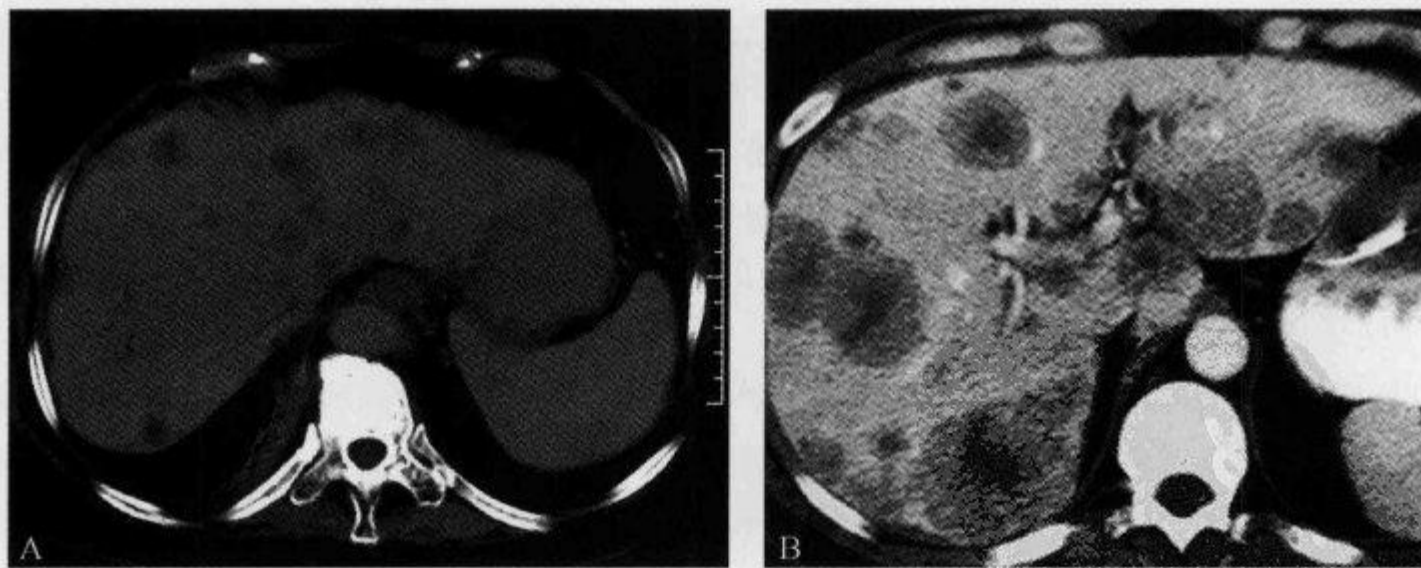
CT 平扫及增强示“瞳孔征”、“厚环征”
